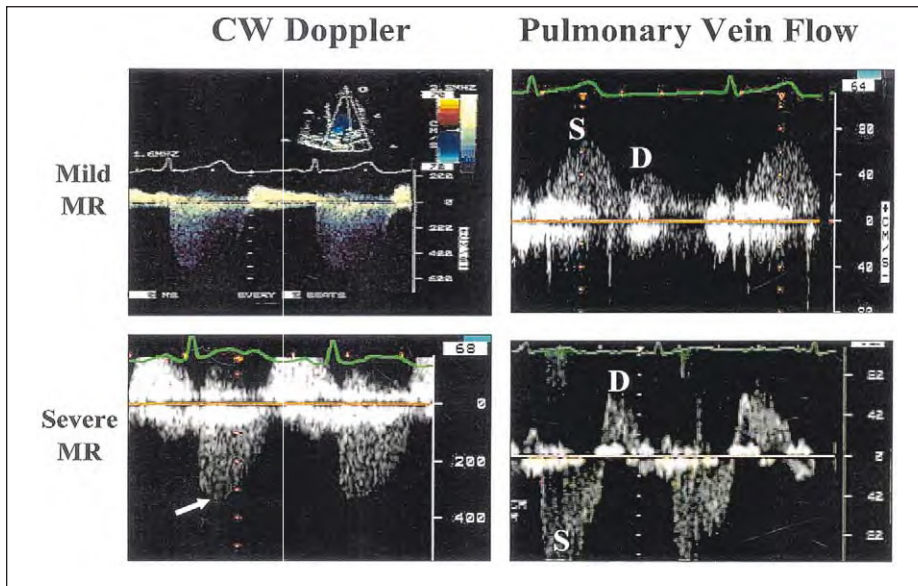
Exemple de Doppler continu (DC) et de flux veineux pulmonaire par Doppler pulsé dans un cas d'insuffisance mitrale (IM) légère et un autre cas sévère. Dans l'IM légère, le Doppler pulsé a une densité faible avec un contour parabolique et rond. Dans l'IM sévère, le jet est dense, avec un aspect triangulaire, et un pic précoce de la vitesse (flèche). Le flux pulmonaire est normal dans l'IM légère avec prédominance du flux systolique (S). A l'opposé, le flux systolique est inversé dans l'IM sévère. D, vitesse du flux diastolique.
